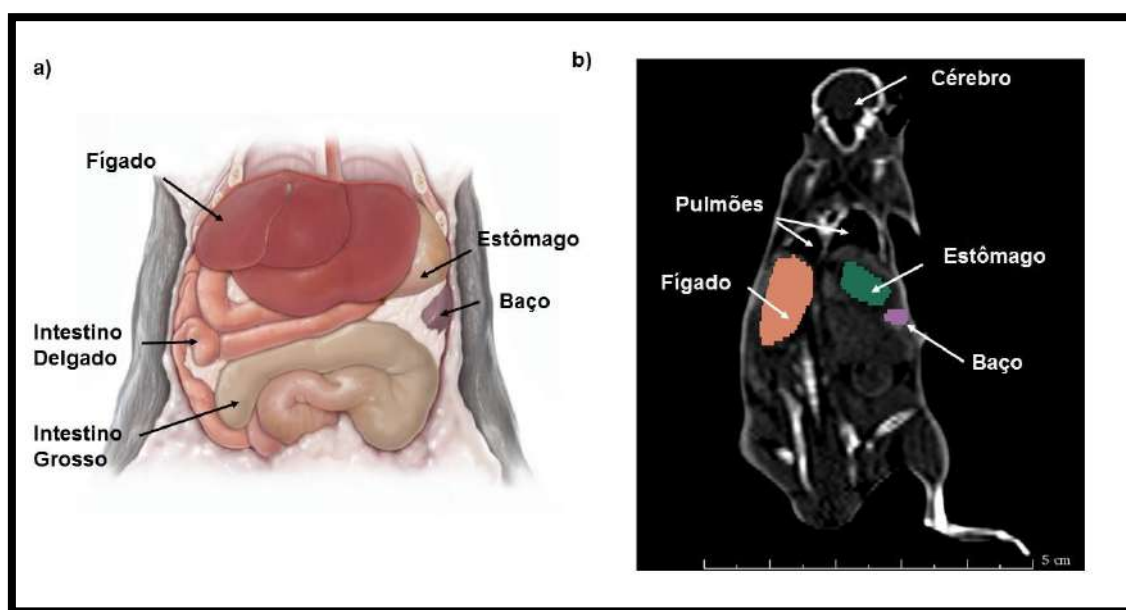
a) Anatomia da região do abdômen do camundongo (TREUTING *et al*, 2012); b) identificação de alguns órgãos na imagem TC.
